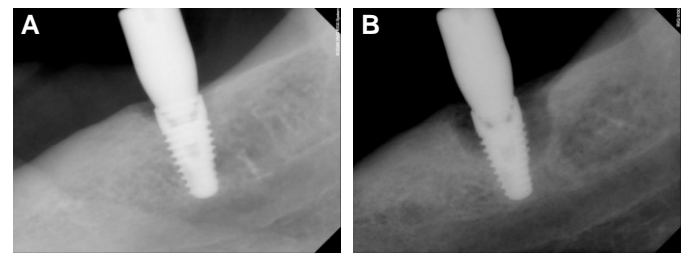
#38 marginal bone loss. (A) radiograph after six months follow up after prosthesis placement on December 18, 2012 (B) radiograph three years later in June, 2014.
